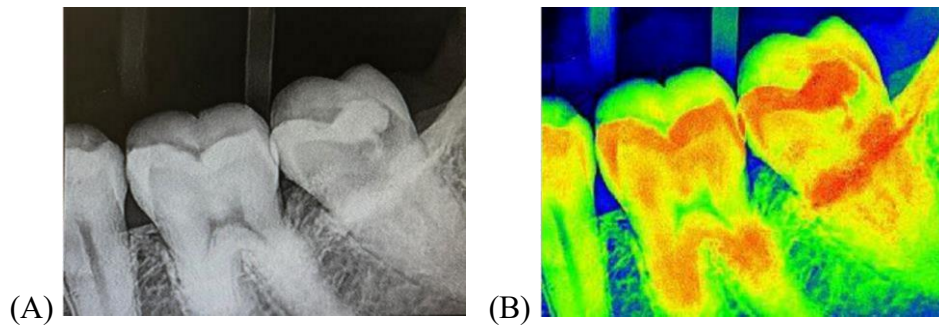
Radiografia Interproximal do elemento #47 após 2 anos da realização da restauração definitiva. (A) Radiografia com cores padrões; (B) Radiografia com contraste.
